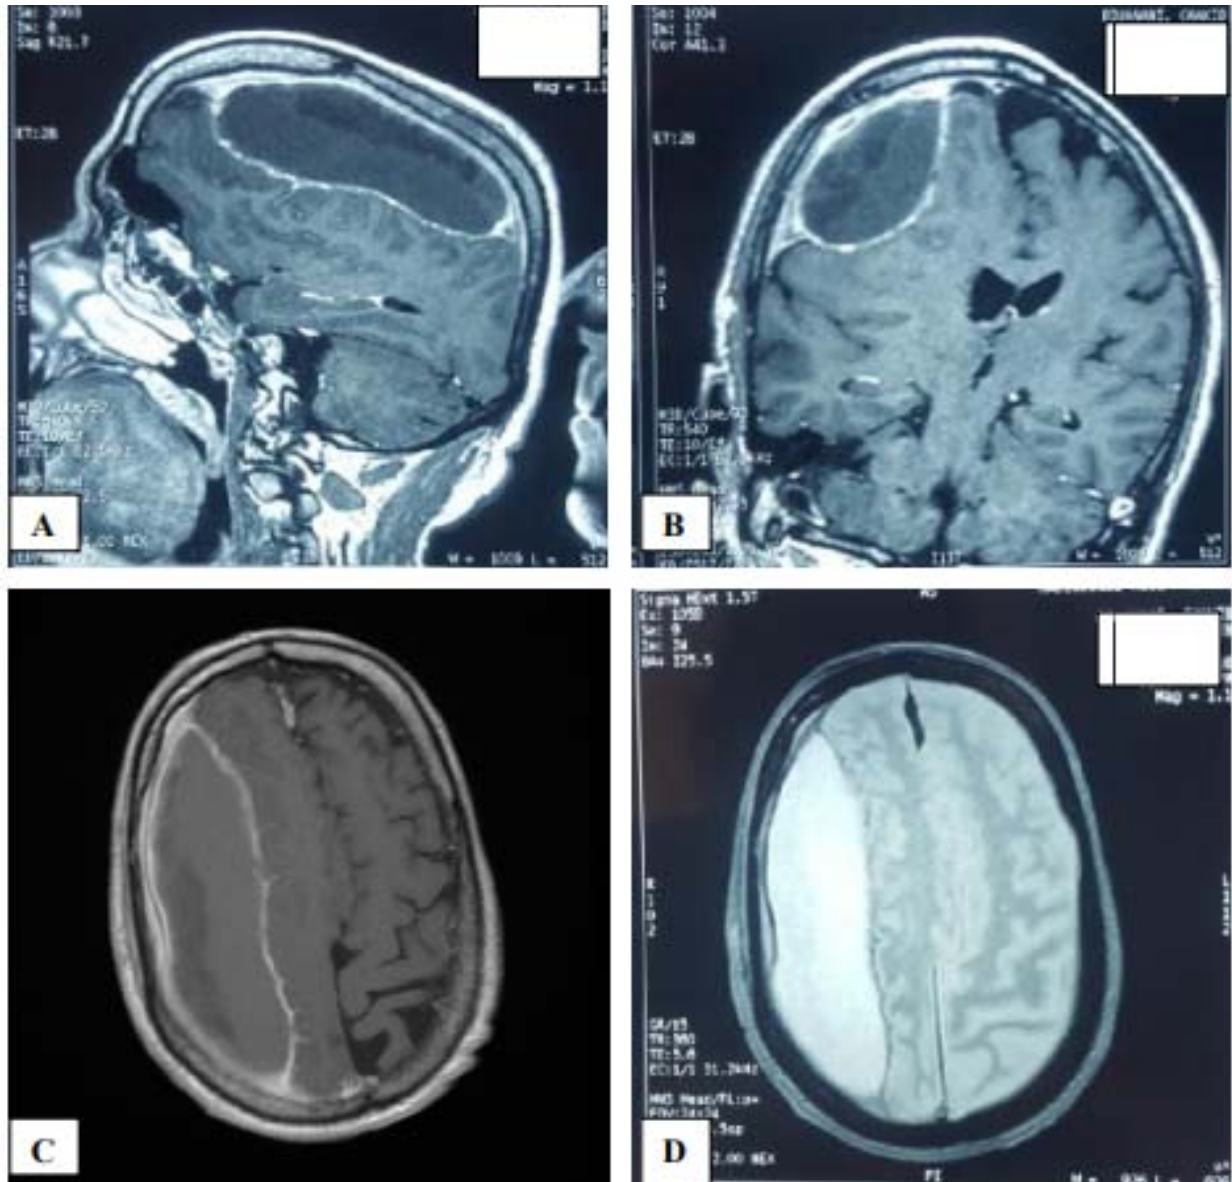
IRM cérébrale avec injection de Gadolinium en coupe sagittale (A), coronale (B) et axiale (C) et T2 densité protonique coupe axiale (D) montrant un volumineux ESD fronto-pariétal droit compressif.(177)
